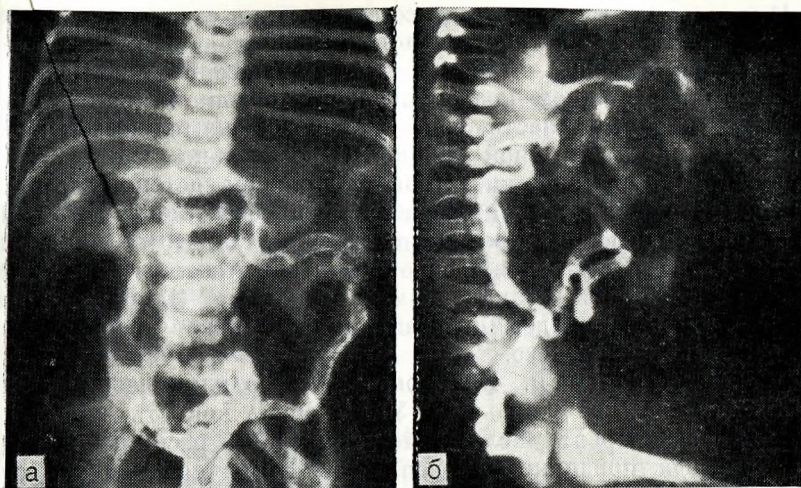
19. Контрастная рентгенограмма кишечника новорожденного, страдающего вздутием живота и задержкой выделения мекония.
